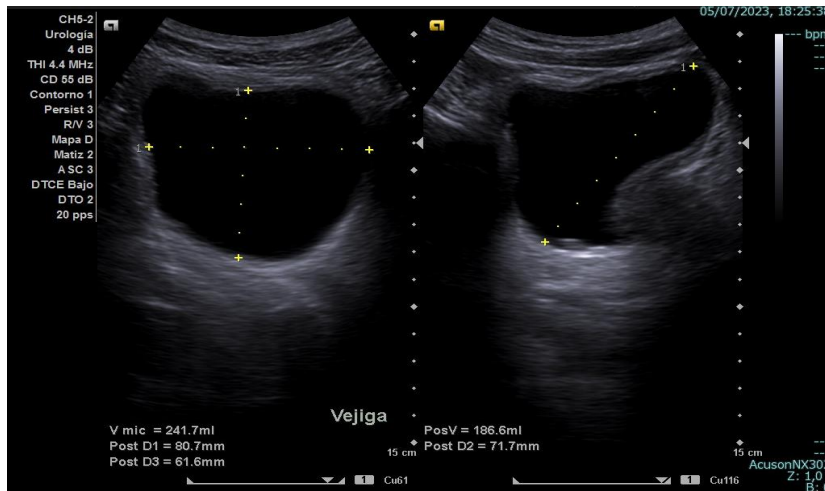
Imagen de ecografía supra pùblica en la cual se muestra la medici3n de los tres ejes de la vejiga para calcular el volumen urinario posterior a mandar el paciente a miccionar.
